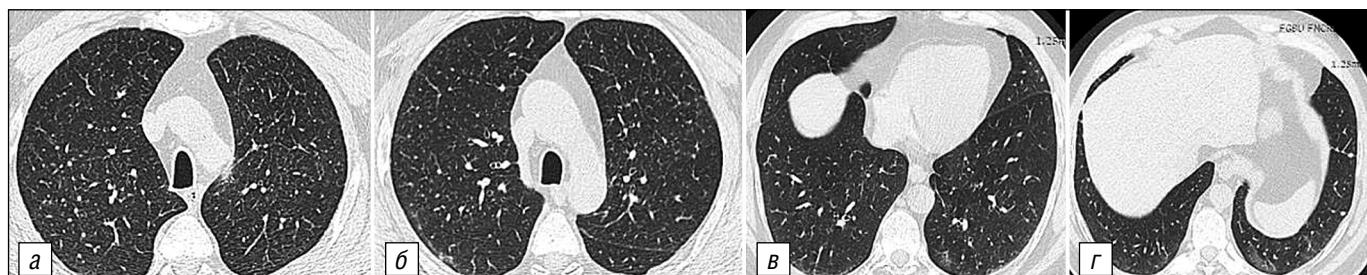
КТ ОГК больного Г. от 27.05.2022 г. а, б – очаговые изменения в верхних отделах обоих лёгких (проявления синдрома Каплана – сочетание ревматоидного артрита и пневмокониоза); в, г – изменения по типу «матового стекла» и ретикулярные изменения в нижних отделах лёгких (проявления «метотрексатового лёгкого»).
